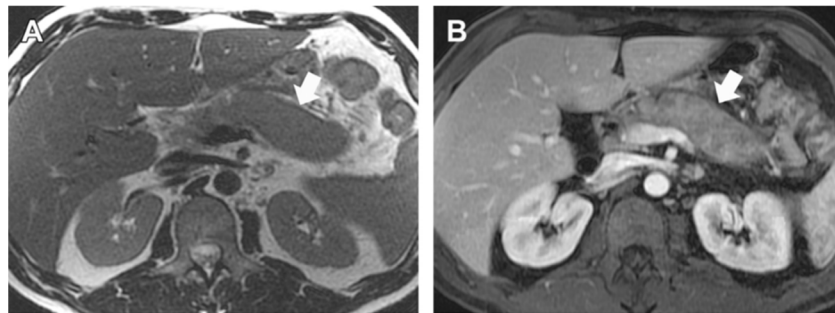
Aspect de la PAI de type 1 à l'IRM (82).
